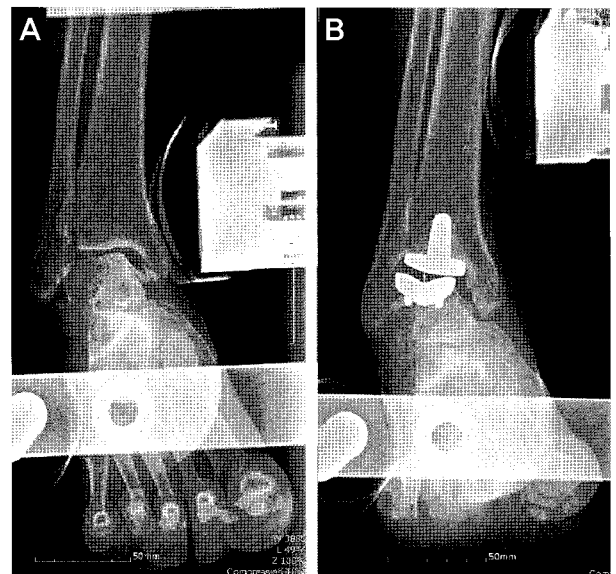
(A) Preoperative ankle AP roentgenogram shows talar tilting 18° in varus stress test. (B) Postoperative ankle AP roentgenogram shows 5° talar tilting after ligament reconstruction.
